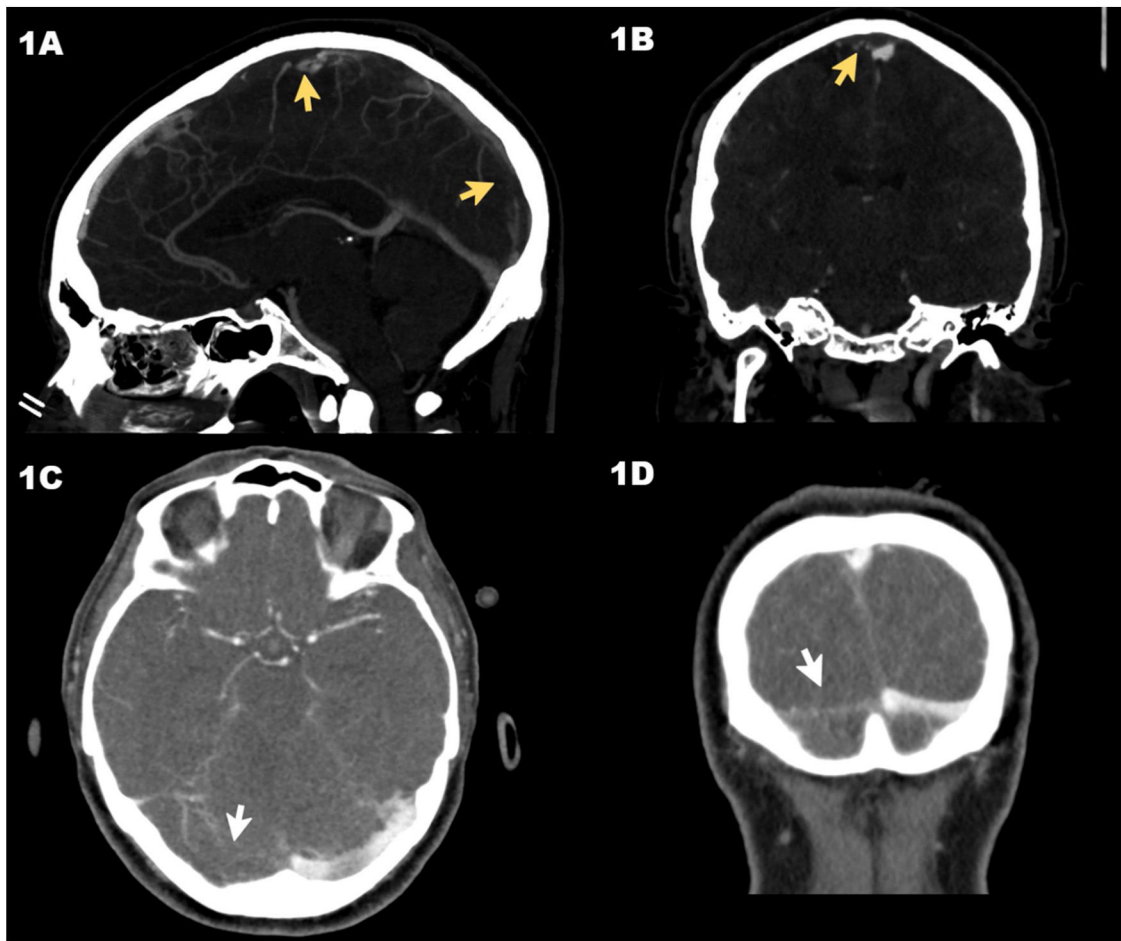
Tomografía axial computarizada (TAC) en fase venosa del caso 1, en la que se observa la trombosis del seno venoso longitudinal superior (flechas) en el corte sagital (A) y coronal (B). TAC en fase venosa del caso 2 con ausencia de repleción del seno venoso transverso derecho (flechas) en el corte axial (C) y coronal (D).
